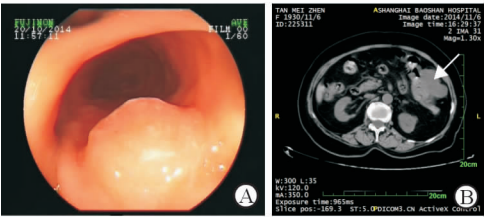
SCC 患者检查结果 A 结肠镜见直肠隆起病灶 B CT 示左侧结肠肿块
